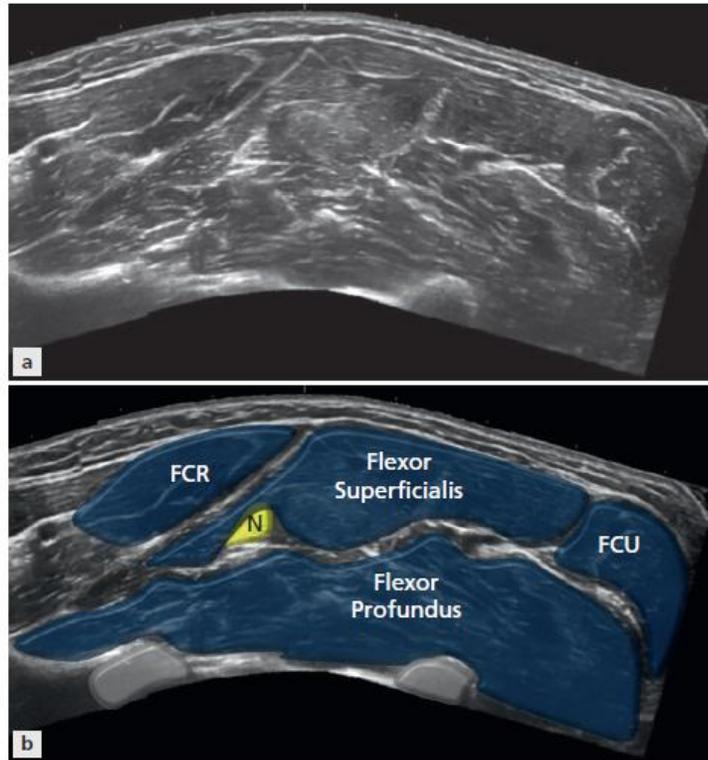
Anatomía Axial del compartimiento flexor con el nervio mediano a nivel proximal. (N) centralmente.(a y b) Extraído de: McNally E. Practical musculoesketal ultrasound. 2d ed. Churchill Livingstone Elsevier. 2014
